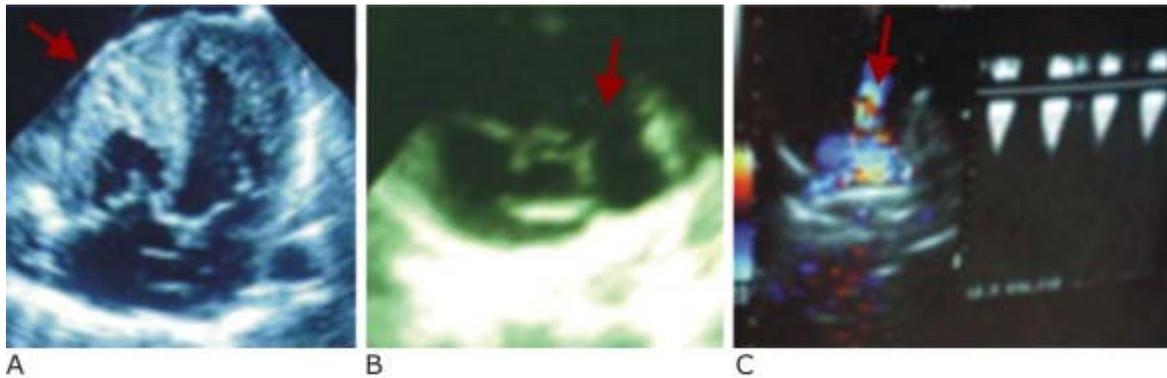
A, B, C. Vista de cuatro cámaras donde se observa la marcada hipertrofia ventricular derecha (A). En el eje corto se muestra la zona de estenosis pulmonar con dilatación posestenótica (B). Se aprecia en eco *doppler* en color la turbulencia a nivel de la estenosis de la válvula pulmonar, y a su derecha, con *doppler* continuo, el gradiente transvalvular (C).
